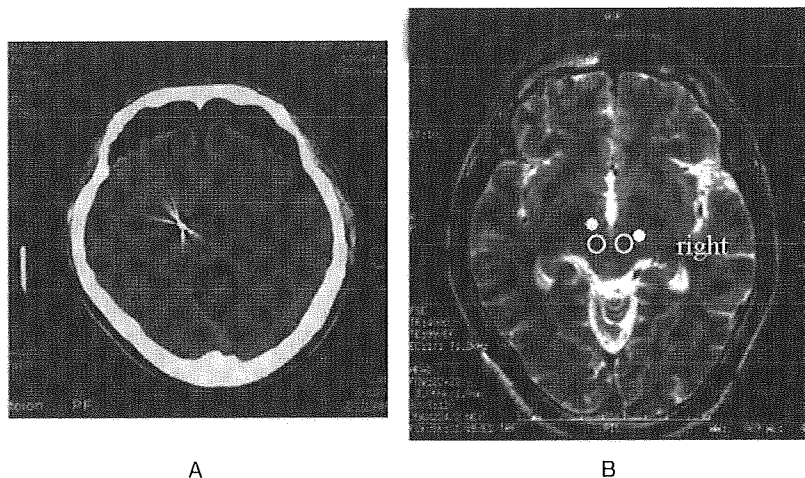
右視床下核(STN)への電極挿入終了後のCT(A)とその後のMRI(B)
